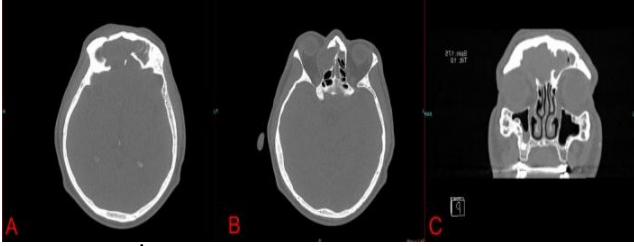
Birinci olgunun PNS BT koronal kesit: Frontal sinüs sağ yarısını dolduran, orbital fossaya doğru protrüde olan bu seviyede kemiği incelten yaklaşık 40x28 mm boyutlu homojen hipodansite karakterinde lezyon.
